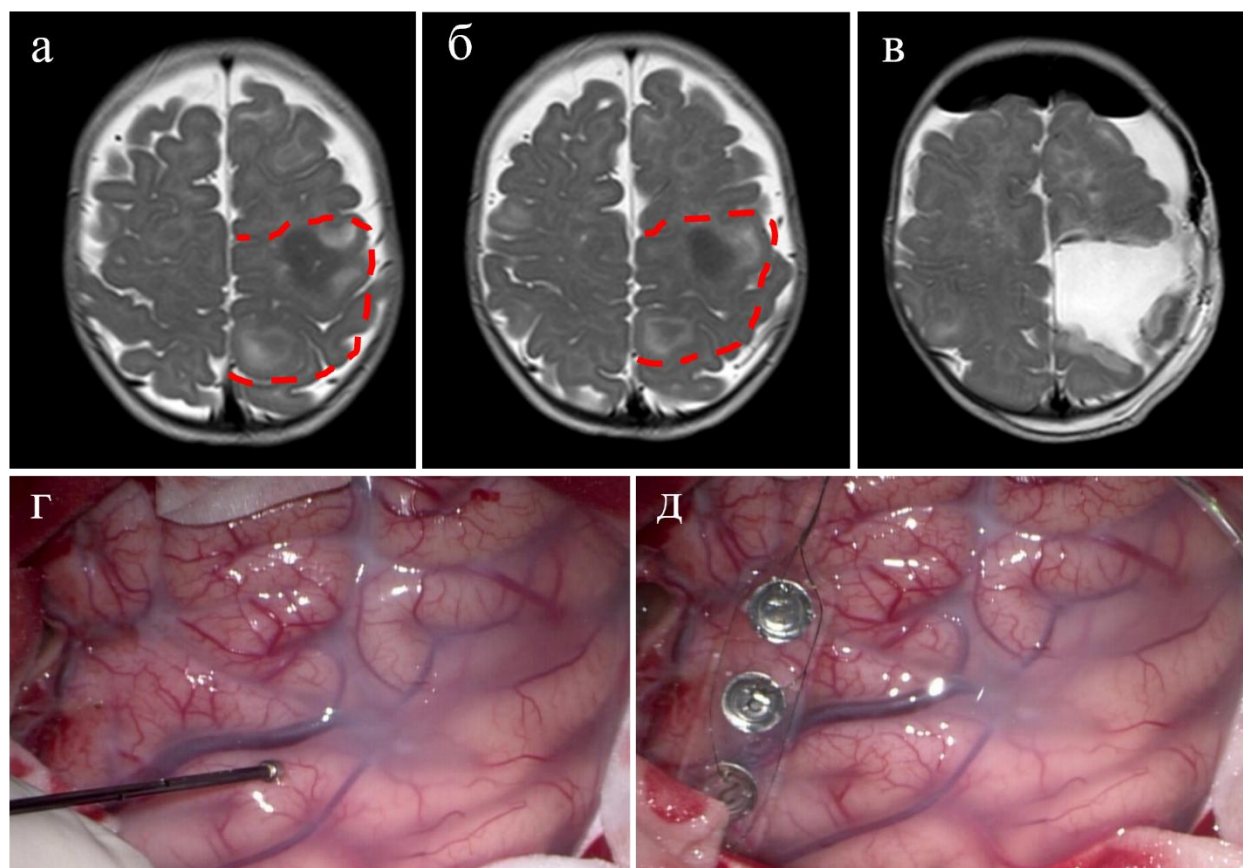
Резекция комплекса туберов с элементами кальцификации в моторной зоне: (а-б) Т2-ВИ, красной пунктирной линией отмечены границы резекции; (в) МРТ после резекции; (г-д) картирование моторной зоны с использованием монополярного стимулятора и четырехконтактного субдурального электрода
